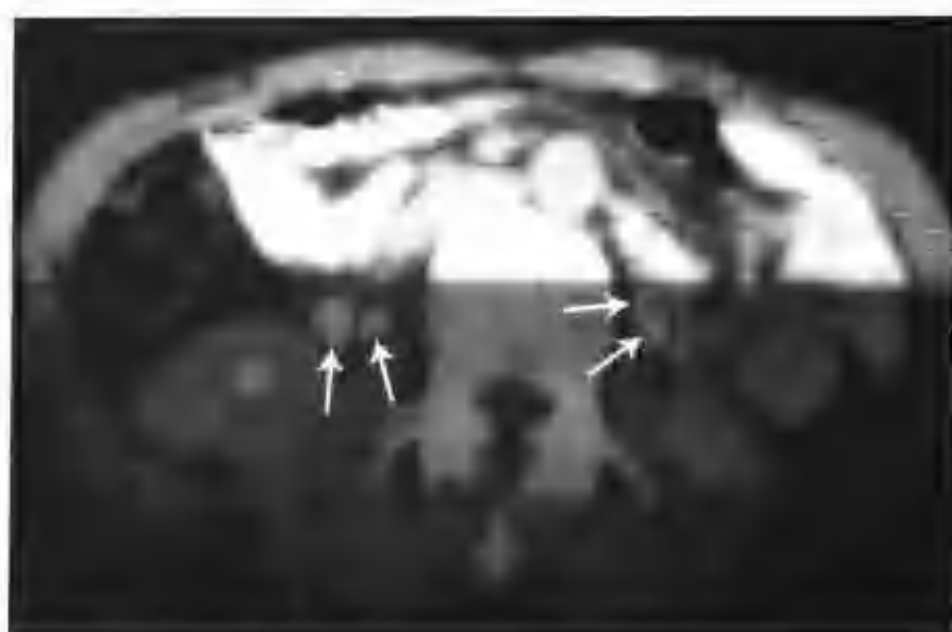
与图4-1-20为同一例，CT示双侧腰大肌旁分别见到两条输尿管（箭头）
